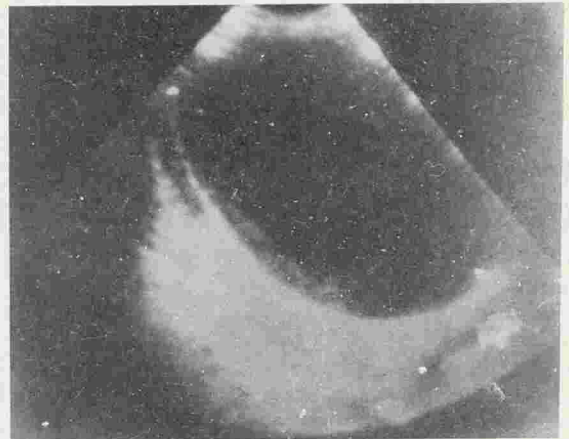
Enorme structure liquidienne allant de la face inférieure du foie à la fosse iliaque gauche sur une coupe échographique longitudinale de l'abdomen
